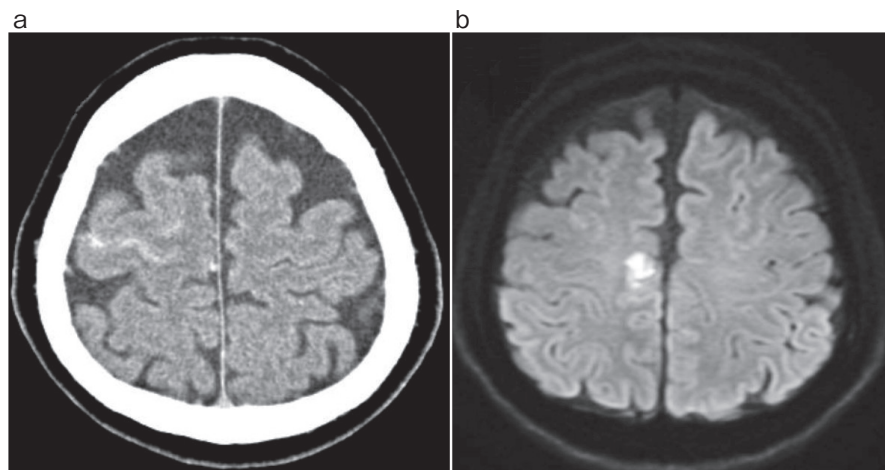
症例1 入院時の頭部CT [a] と頭部MRI拡散強調画像 [b]。
